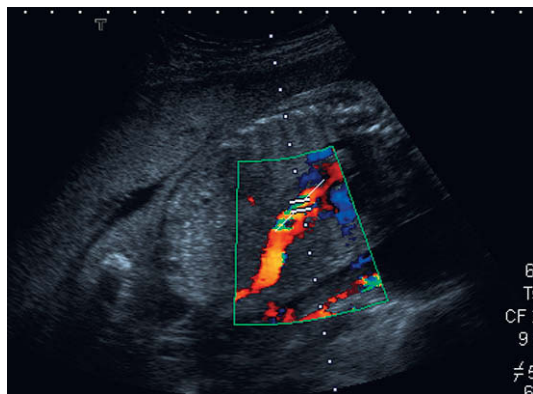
Imagen oblicua del abdomen fetal con Doppler color que muestra el flujo en mosaico de colores en el conducto venoso. El volumen de muestreo del Doppler se sitúa en la zona de máximo *aliasing*.
